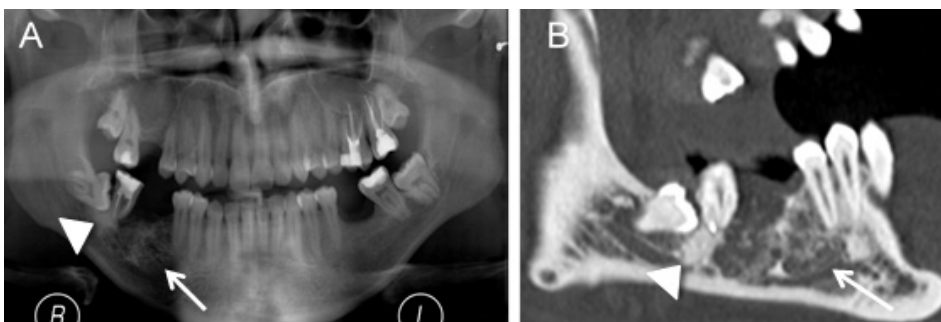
Granuloma de células gigantes. Ortopantomografia (A) e imagem sagital de TC em janela óssea (B) demonstram uma lesão lucente, com múltiplas locais milimétricas, na vertente direita do corpo da mandíbula (setas). Notar como achado incidental o foco de osteosclerose idiopática adjacente à raiz do dente 4.7 (cabeças de seta).
